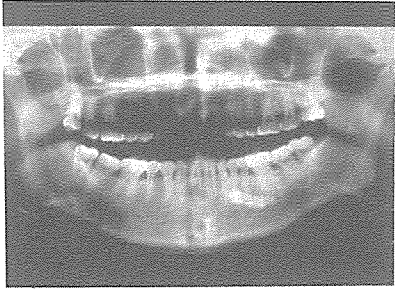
파노라마 사진에서 하악 좌측 소구치 및 대구치부위의 방사선 불투과성 구조물이 관찰된다.
